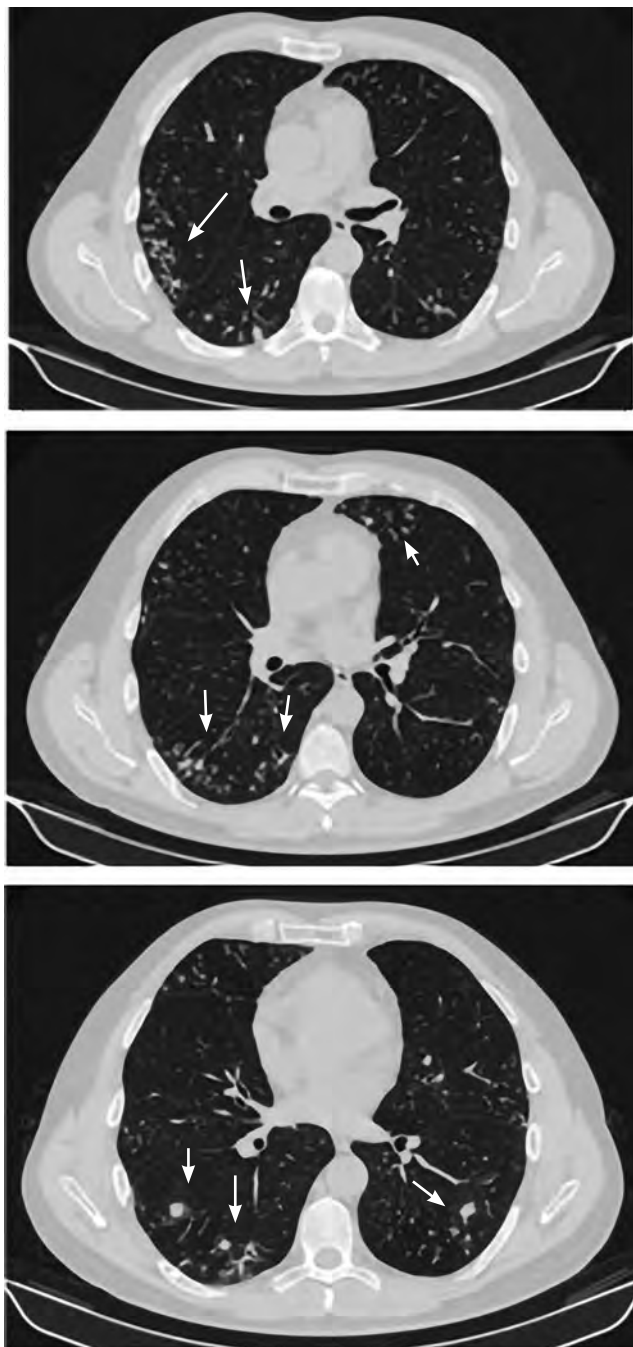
На аксиальных КТ-срезах легких (легочное окно) от августа 2021 г. определяются полиморфные очаги с тенденцией к слипанию и бронхоэктазы в обоих легких (стрелки)
